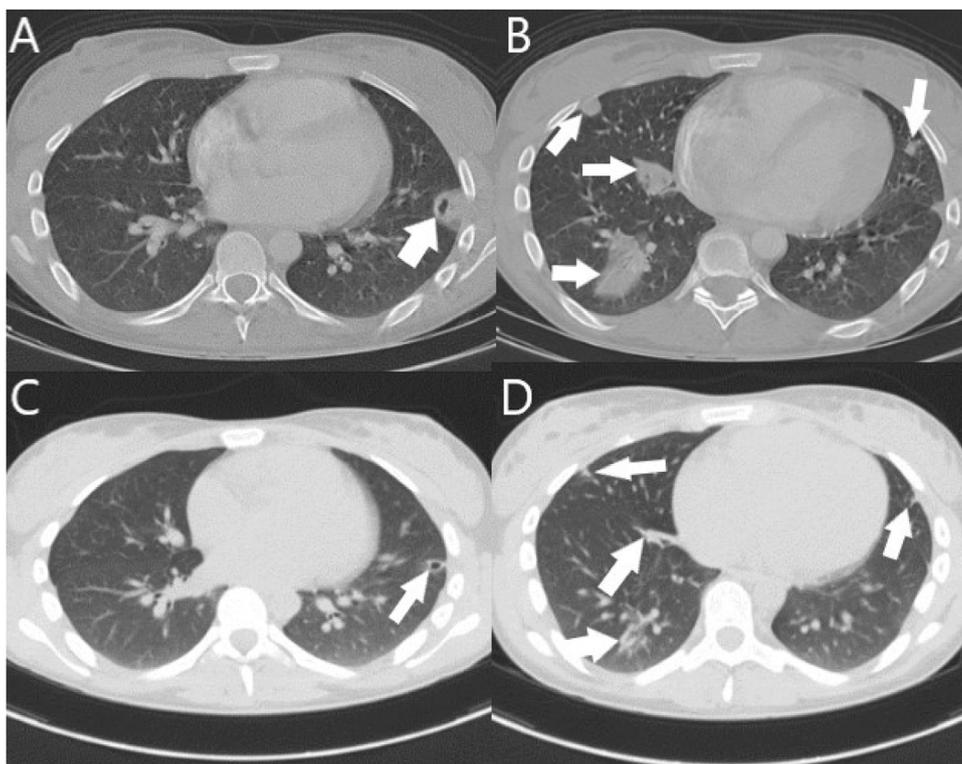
Imágenes axiales de TC torácica: buena evolución radiológica con involución de las condensaciones pulmonares al ingreso (A y B) comparadas tras tratamiento antibiótico (C y D).
